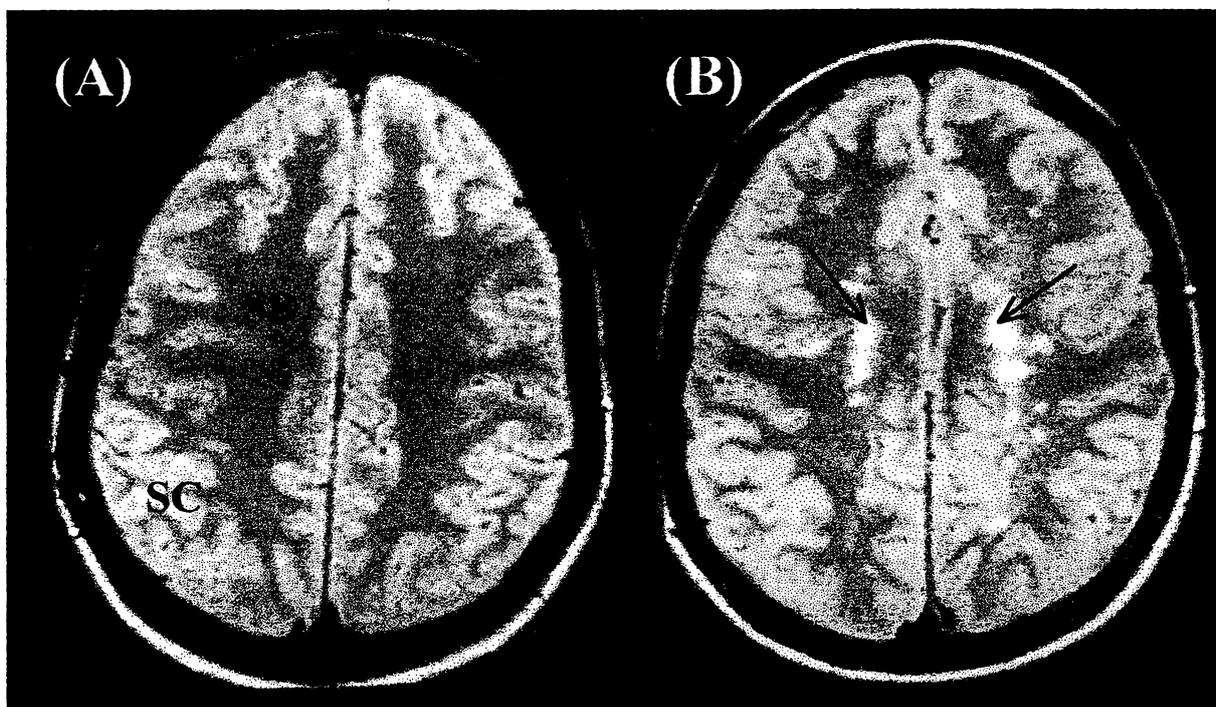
(A) Corte sagital de ressonância nuclear magnética de crânio, seqüência T2, de uma pessoa normal. SB = substância branca; SC = substância cinzenta. (B) Corte sagital de ressonância nuclear magnética de crânio de um paciente com esclerose múltipla. Observam-se áreas de desmielinização em ambos os hemisférios cerebrais (setas).
